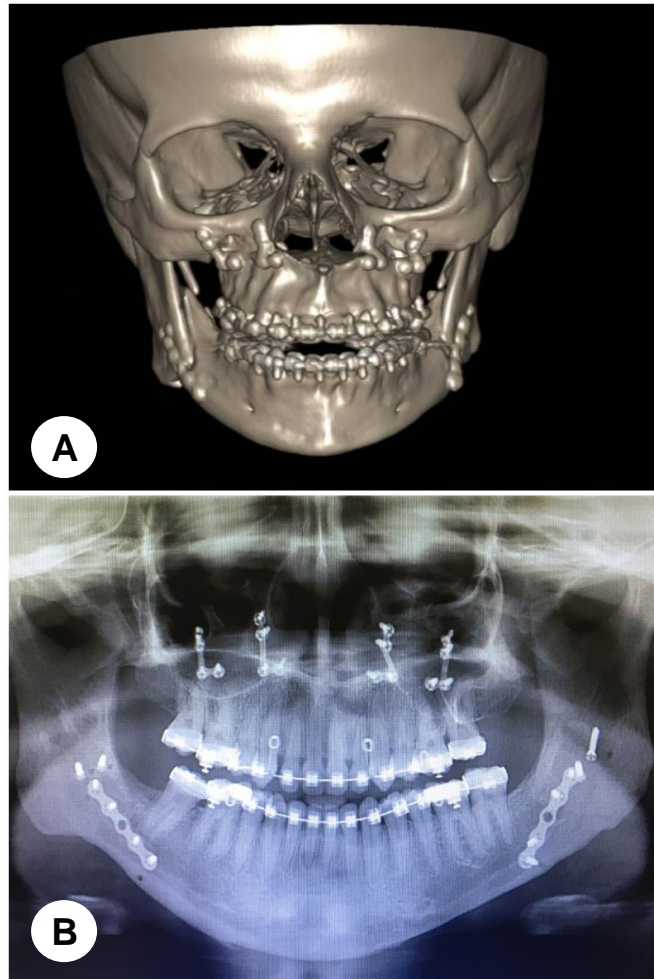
A: Tomografia computadorizada (corte sagital) pós-operatória, evidenciando a correção da assimetria facial e da desproporção vertical do corpo mandibular; B: Radiografia panorâmica pós-operatória após 10 meses;
